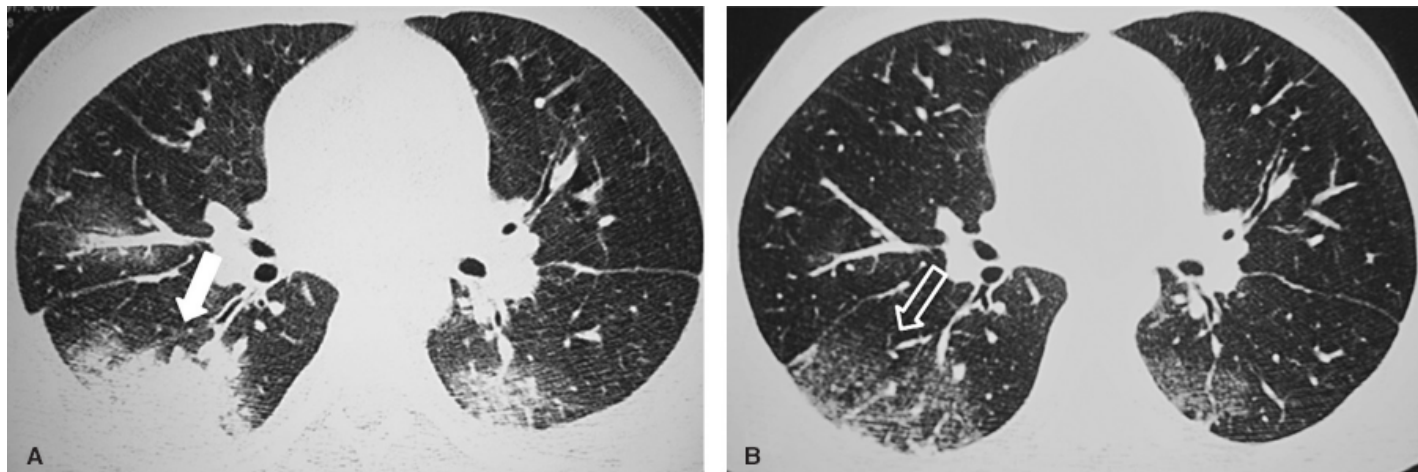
Aspergilose pulmonar angioinvasiva em paciente com leucemia mieloide aguda. TC de tórax, observando-se consolidações com margens irregulares envolvidas por “halo de vidro fosco” (seta em A), com resolução após tratamento (seta vazada em B).
